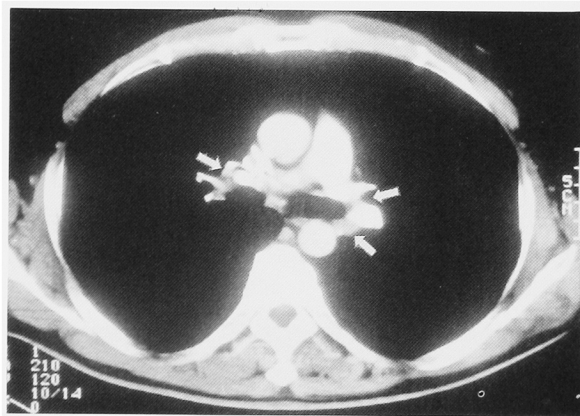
Computed tomography of the chest revealed the lymph node swelling at bilateral hilus pulmonis (arrows).
